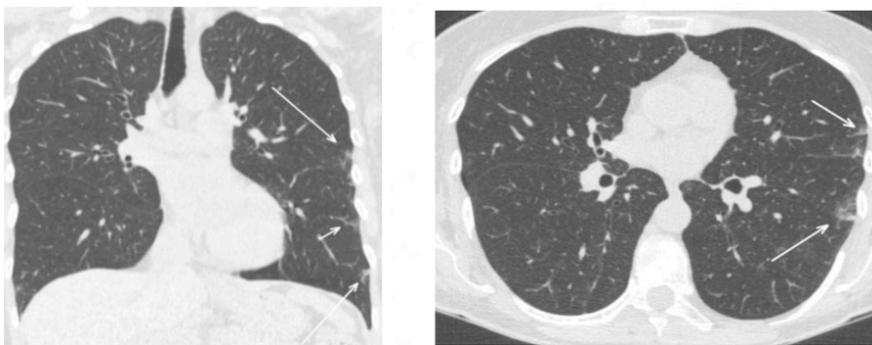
Paciente do sexo feminino de 60 anos com dispneia e tosse. HRCT com 4 dias após o início dos sintomas que apresentam opacidades bilaterais e periféricas de vidro fosco.
